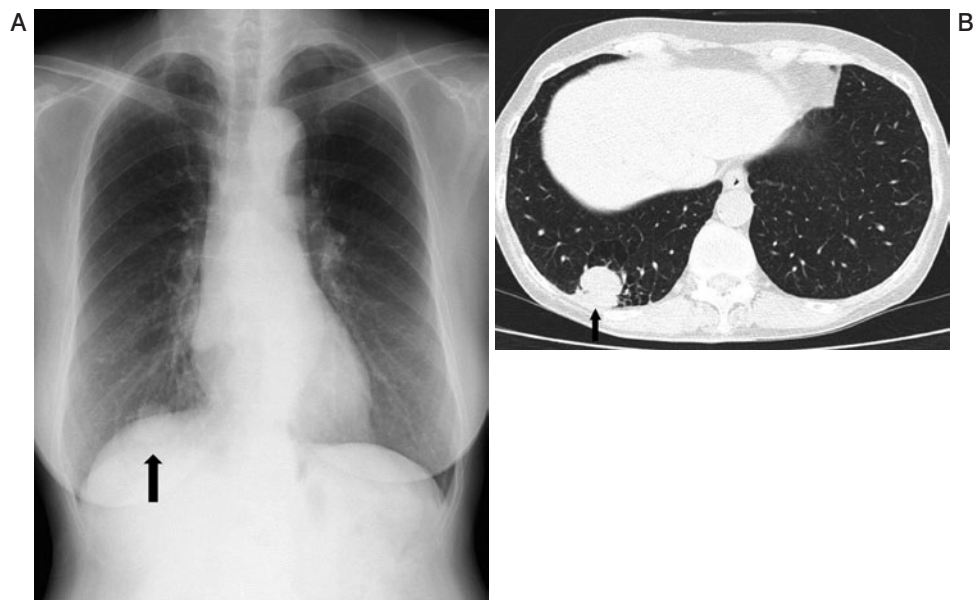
Radiological findings. (A) A chest radiograph on admission showing a well-defined nodular shadow (arrow) in the right lower lung field. (B) A chest CT scan on admission showing the nodule located in the right S¹⁰.
